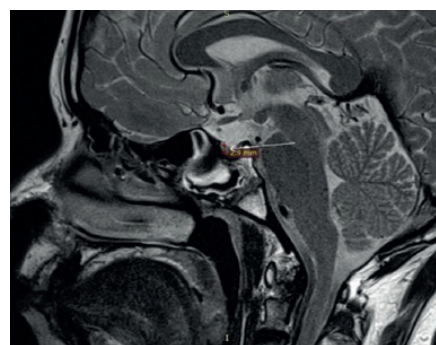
Sagittal T2-weighted image showing anterior pituitary measuring 2.9mm.
